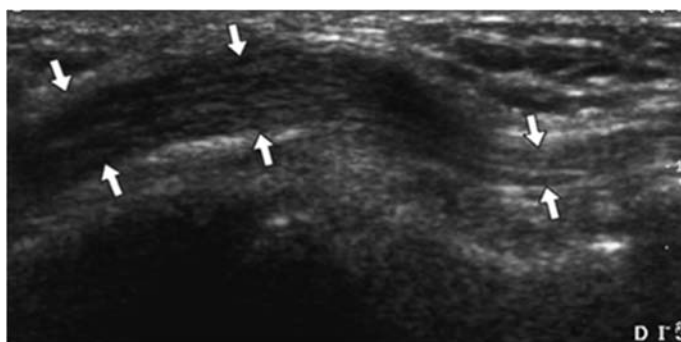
Узи – картина сдавления нерва, вероятнее всего, мембраной Осборна: проксимальнее уровня компрессии нерв утолщен (отечен), дифференцировка нервных волокон значительно снижена или отсутствует, в зоне компрессии определяется гипоэхогенный ультразвуковой сигнал
